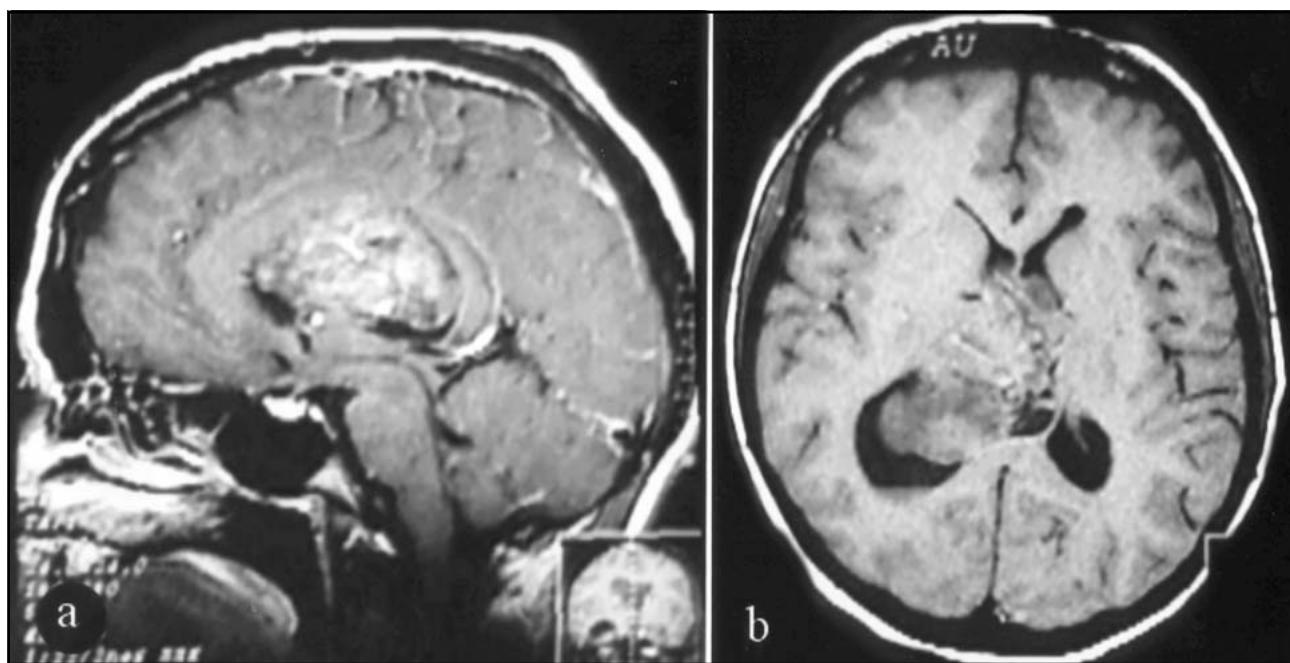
RM de crânio ponderada em T1, (sagital e axial, respectivamente) demonstra lesão expansiva com sinais heterogêneos com realce heterogêneo após administração de contraste localizada no interior do trigono do ventrículo lateral direito, determinando deslocamento do septo pelúcido para esquerda e compressão sobre o ventrículo lateral esquerdo.
